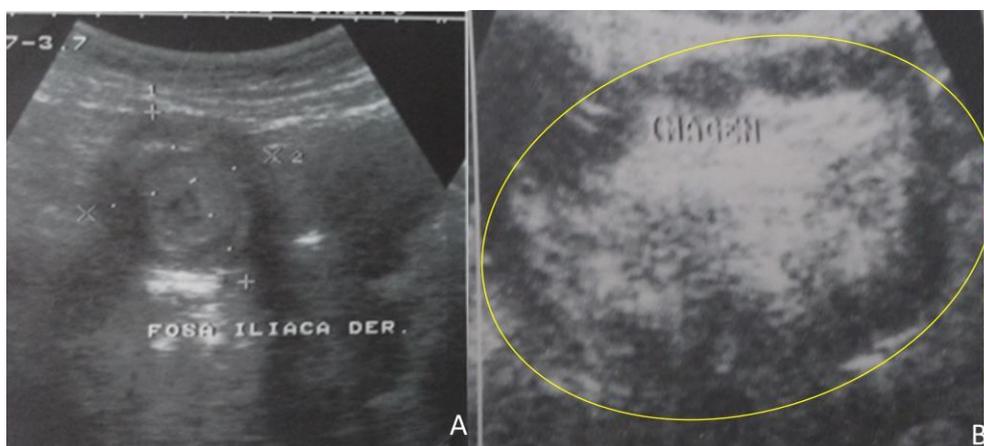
Ultrasonido abdominal 2D que muestra la T invaginada en FID. A) corte coronal imagen en diana. B) corte longitudinal imagen en pseudoriñón.
